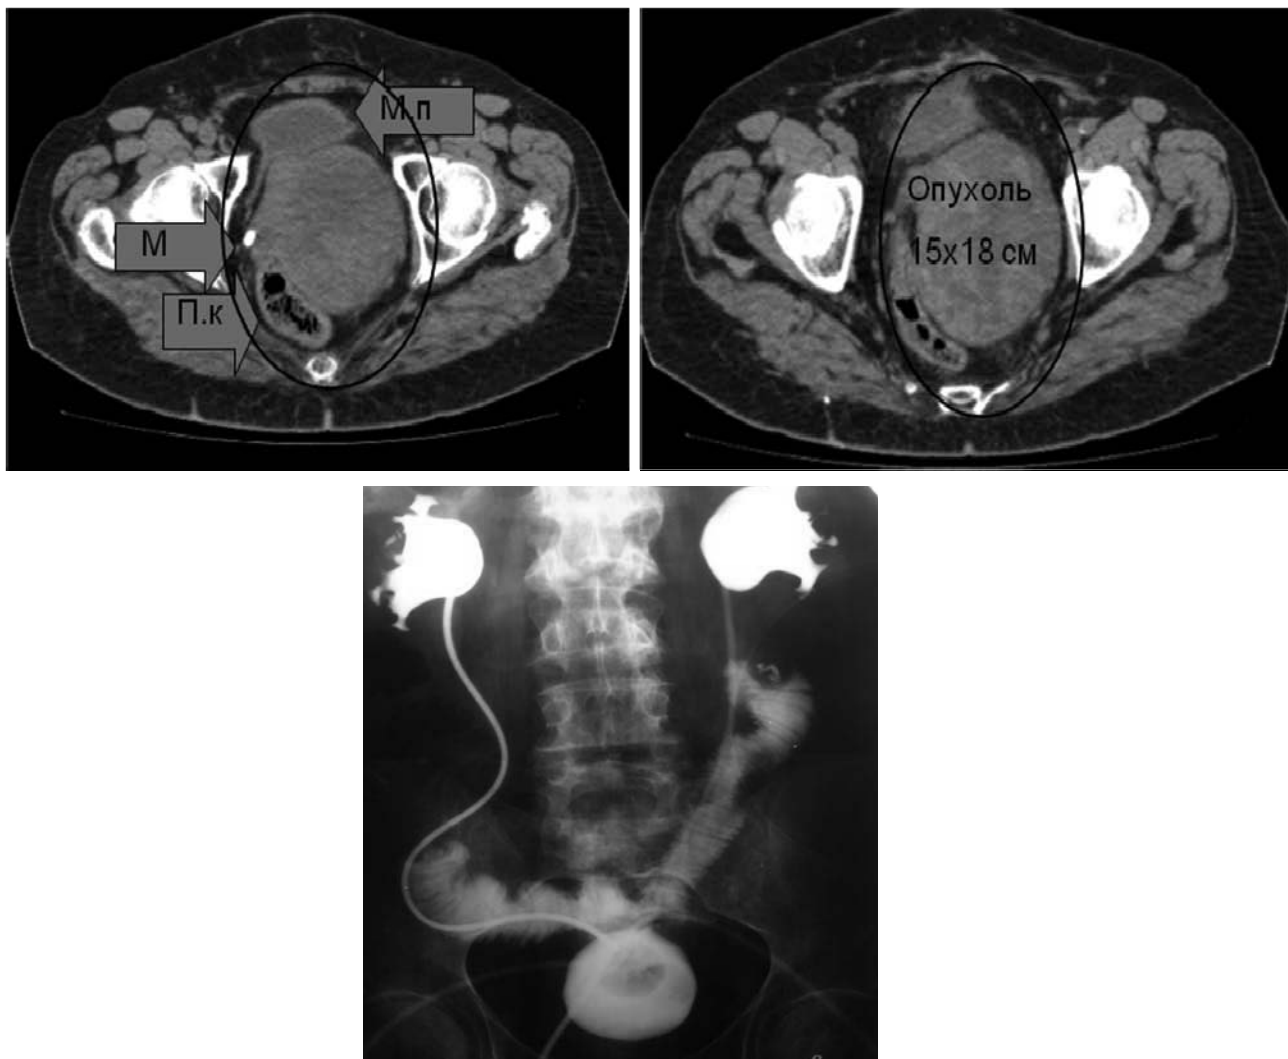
А — топографо-анатомическое взаимоотношение крупной (15×18 см) забрюшинной саркомы с окружающими органами и тканями; Б — рентгенологическая картина восстановительного этапа — уретероилеоцистоанастомоза на 12-е послеоперационные сутки, перед удалением интубаторов мочеточников
